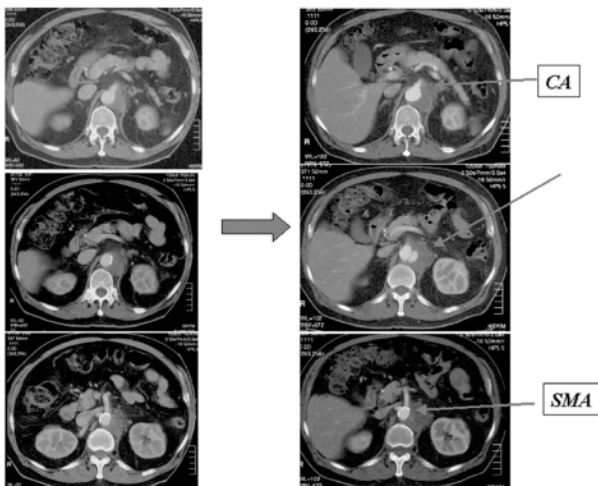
Computed tomography showed developed thoracoabdominal aorta during 4 days in the case 1 CA; celiac artery, SMA; superior mesenteric artery
